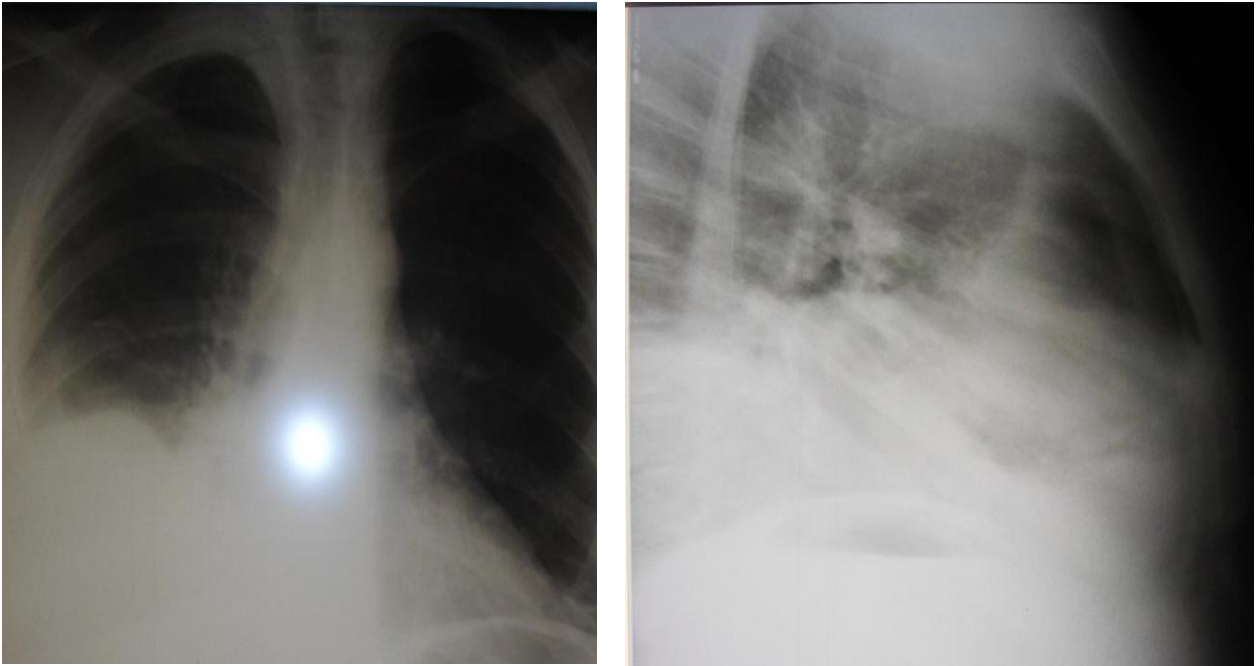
Рентгенограммы пациента К., 26 лет, № И.Б. 11079 перед дренированием в районном стационаре
